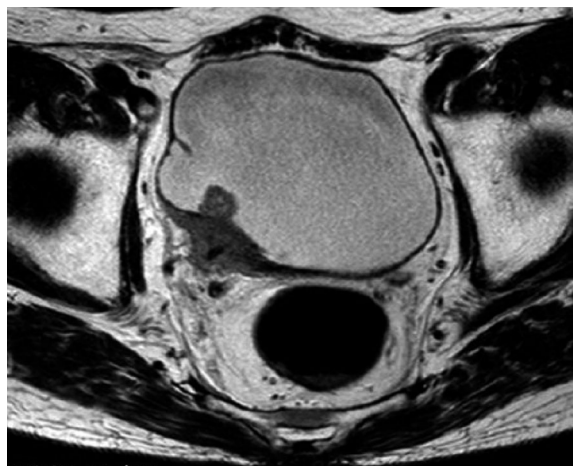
MRI shows the invasive broad-based tumor about 3cm around the right ureterovesical junction.
